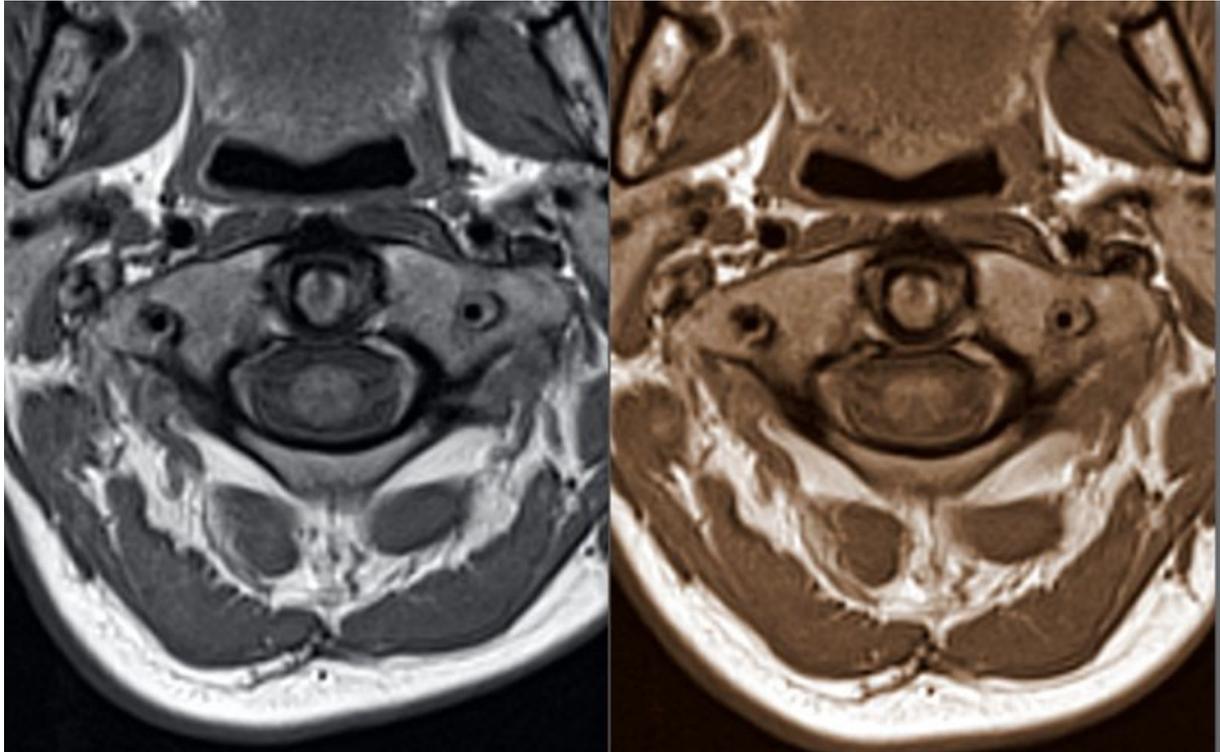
Magnetresonanztomographien vor (links) und nach (rechts) Kopfgelenktherapie. Vpn5 hat $90^\circ-91^\circ=1^\circ$ Differenz
